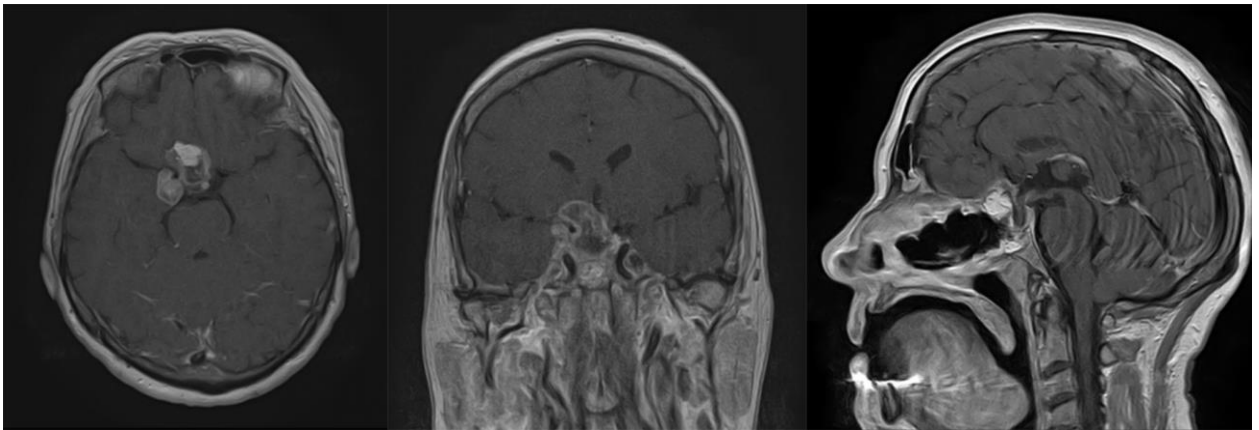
МРТ головного мозку в режимі STIR у ранньому післяопераційному періоді.
